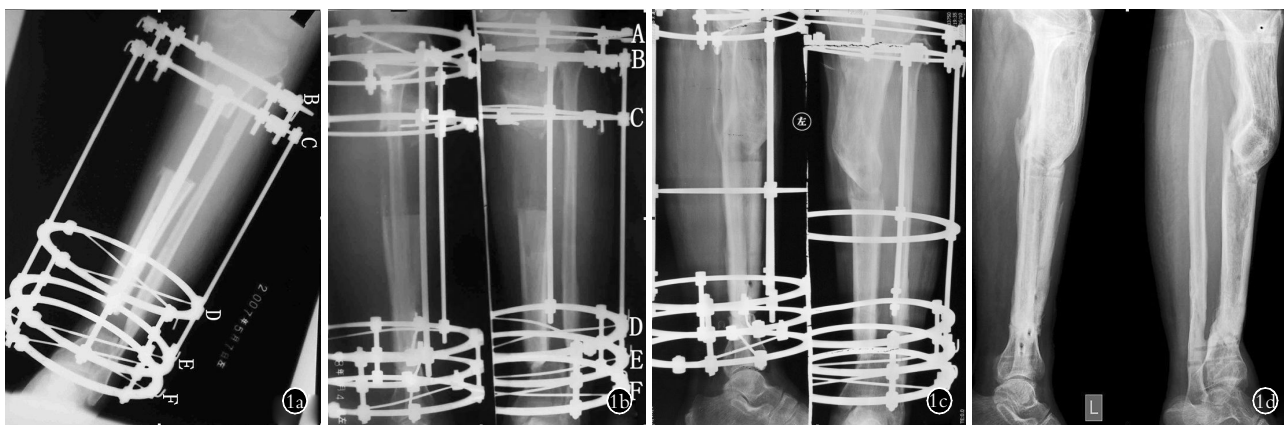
患者,男,51岁,左胫骨感染性骨不愈合,应用Ilizarov技术行骨延长治疗失败后致左胫骨骨缺损8cm 1a.术前左胫骨正位X线片示胫骨近端骨缺损8cm 1b.术后左胫骨正侧位X线片示近端放置1个Ilizarov环(A环) 1c.左胫骨正侧位X线片示延长处骨矿化良好,骨愈合满意,挽救成功 1d.去除Ilizarov外固定架4年后左胫骨正侧位X线片示骨愈合好
